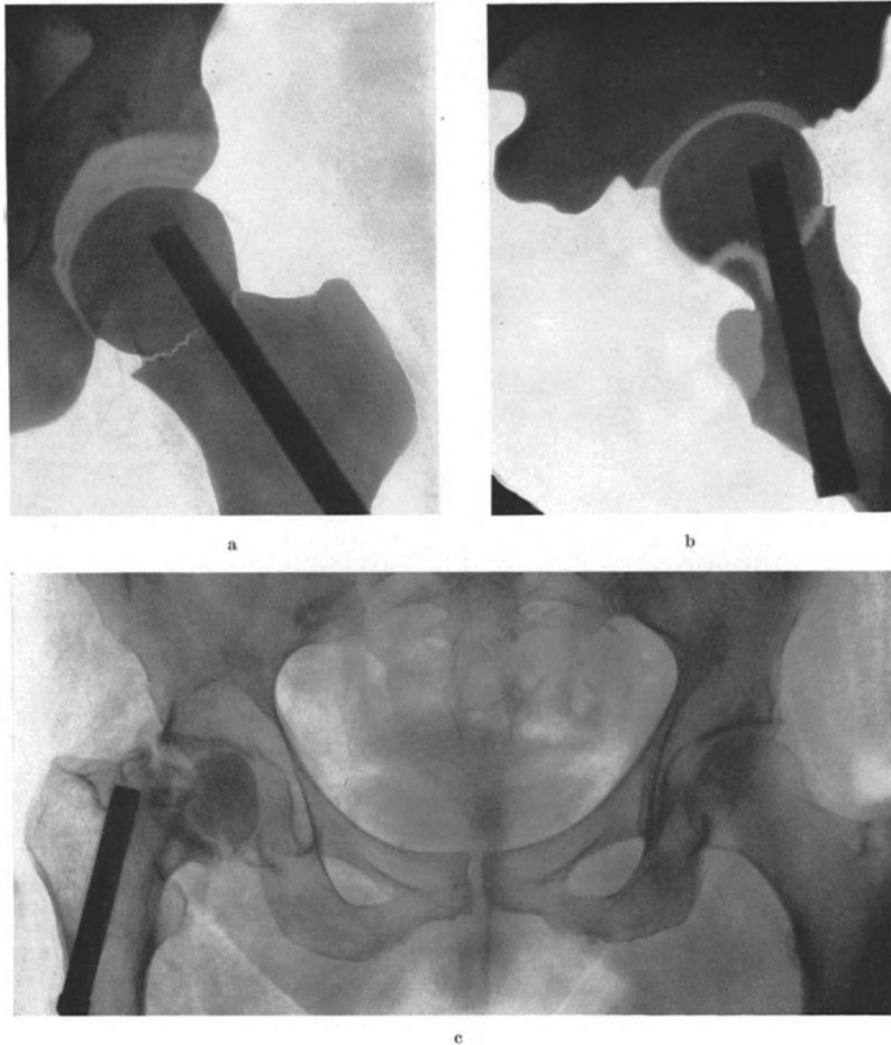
a—c. Austreibung des Nagels aus dem Kopf. a und b (verdeutlichte Röntgenbilder, a seitenverkehrt). Bei der Operation: gute Reposition, zufriedenstellende Lage des Nagels. c $3\frac{1}{3}$ Jahre nach der Operation: der Nagel ist aus dem nekrotischen Kopf gänzlich ausgetrieben (Chir. Klinik Uppsala).
